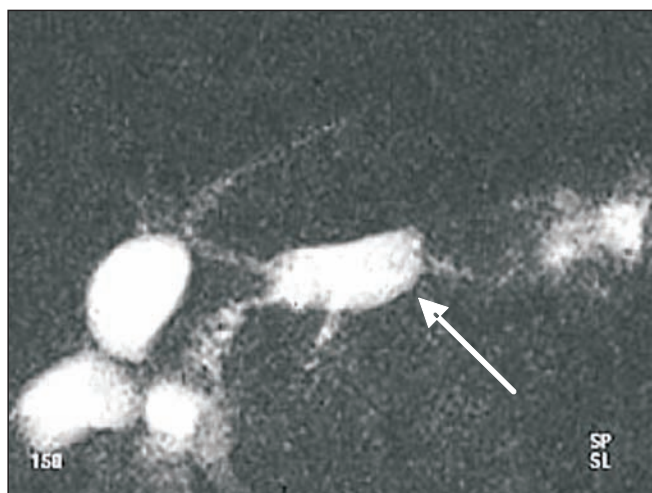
IRM. PJA funcțională
